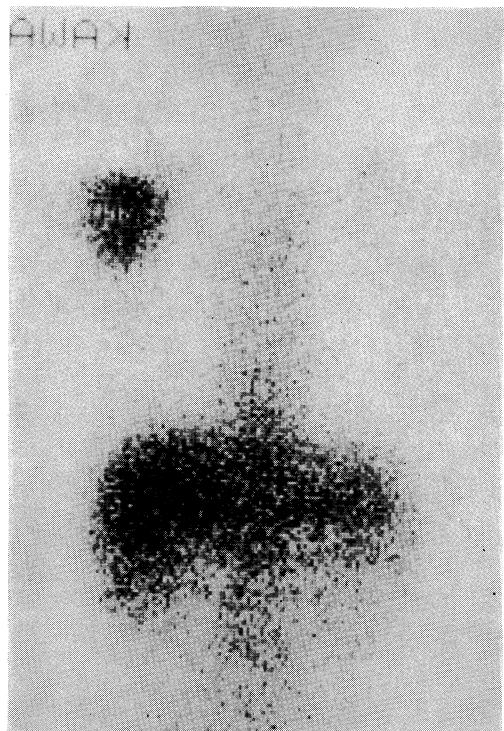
^{67}Ga scintigraphy showing an abnormal uptake of the isotope of right scapula.
